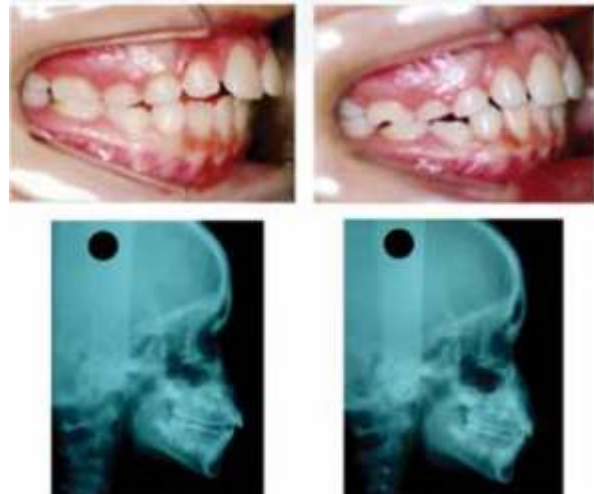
Eight years old patient. After treatment with a Trainer appliance (TK4) over 16 months (right side) the mandible is positioned forward and the inclination of the maxillary incisor teeth improved.
